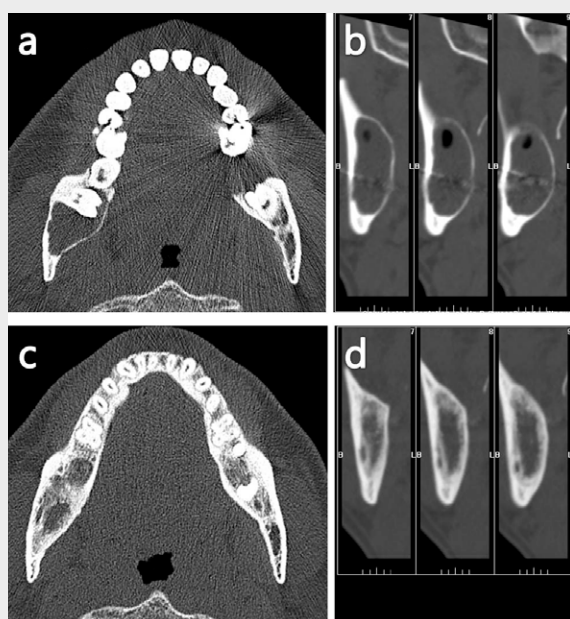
Computed tomography of case 1.
